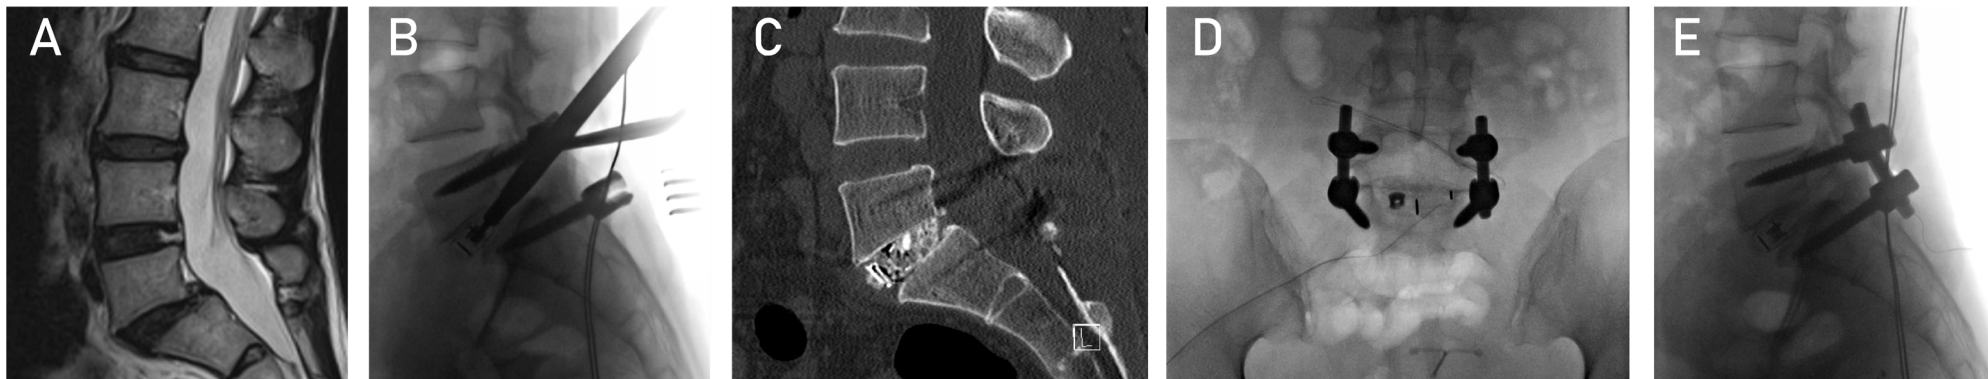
Décompression et arthrodèse circonférentielle L5-S1. (A), spondylolisthésis de bas grade sans dysplasie résistant au traitement conservateur (3 ans). (B), image peropératoire de la mise en place d'une cage dans l'espace discal avivé. (C), CT-scan peropératoire montrant la mise en place d'autogreffe (arc postérieur) au niveau intersomatique. (D, E), contrôle radioscopique de face et profil en fin de procédure, le spondylolisthésis est fixé *in situ*.
